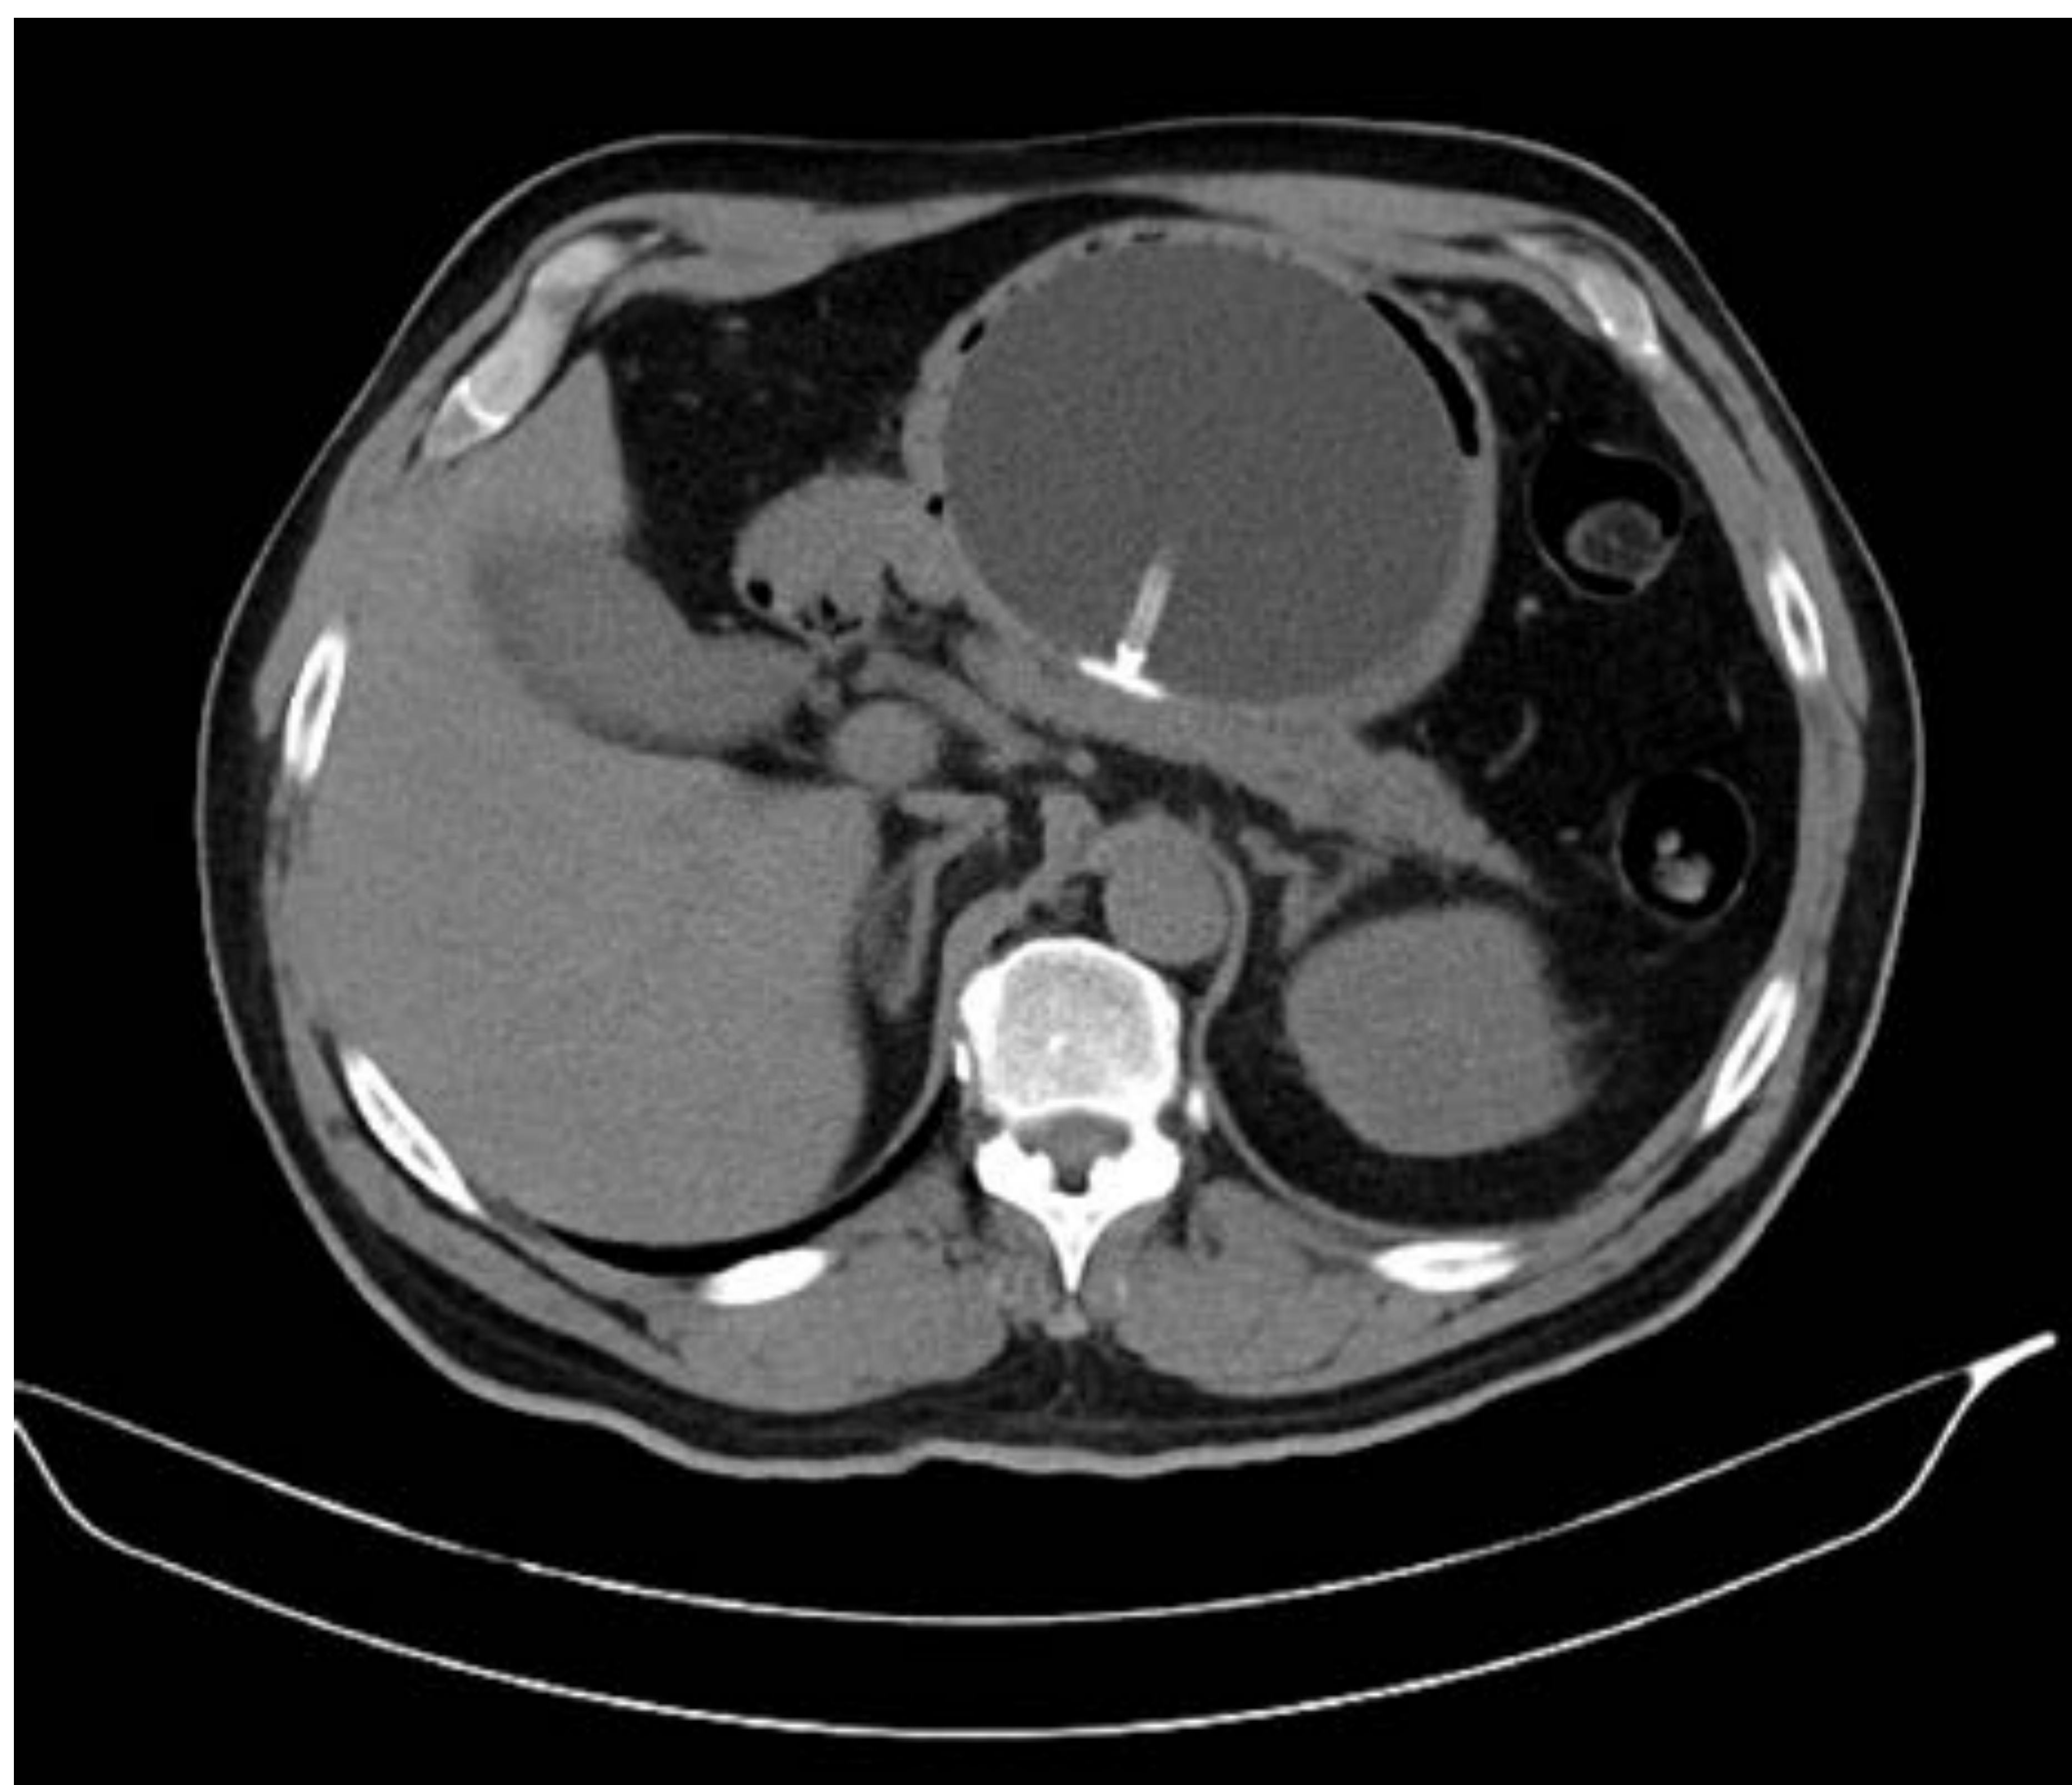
TC de abdomen con administración de contraste IV en paciente portador de balón intragástrico, que se realiza por sospecha de complicación.
